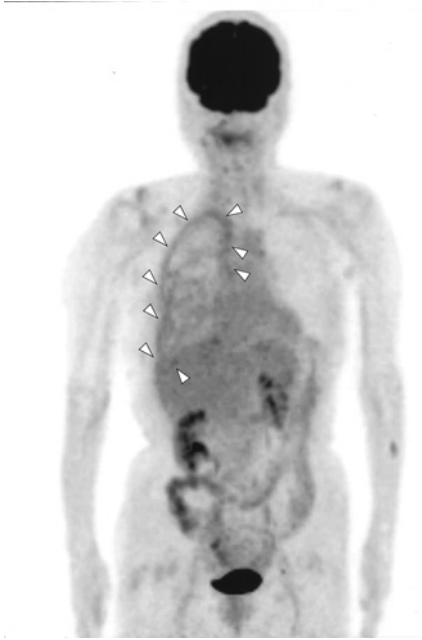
FDG-PET scan on admission shows abnormal FDG uptake (SUV max early: 3.4, delayed: 3.4) on diffusely-thickened right pleura (arrowheads). No significant FDG uptakes were seen in multiple lung nodules.
